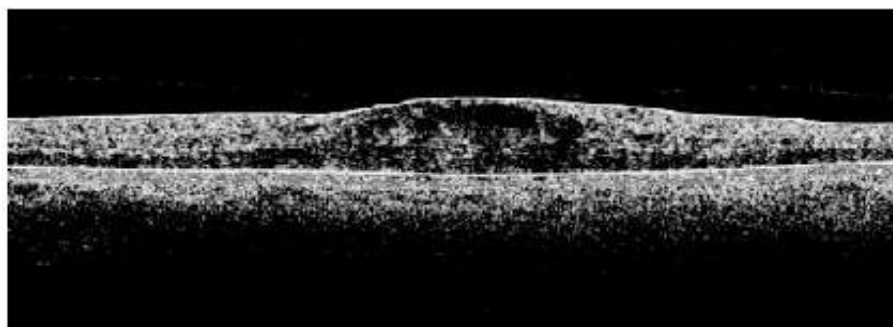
Tomografia de Coerência Óptica apresentando edema difuso da mácula
